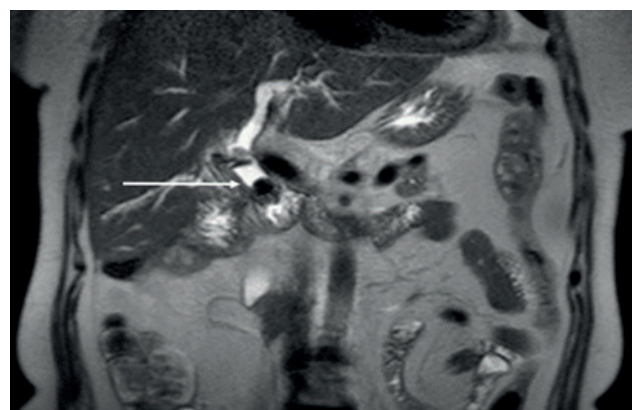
МСКТ органов брюшной полости 18.10.2017 г. Общий печеночный проток и внутрипеченочные протоки резко расширены за счет стриктуры гепатикоюноанастомоза, содержат конкременты (показано стрелкой).
